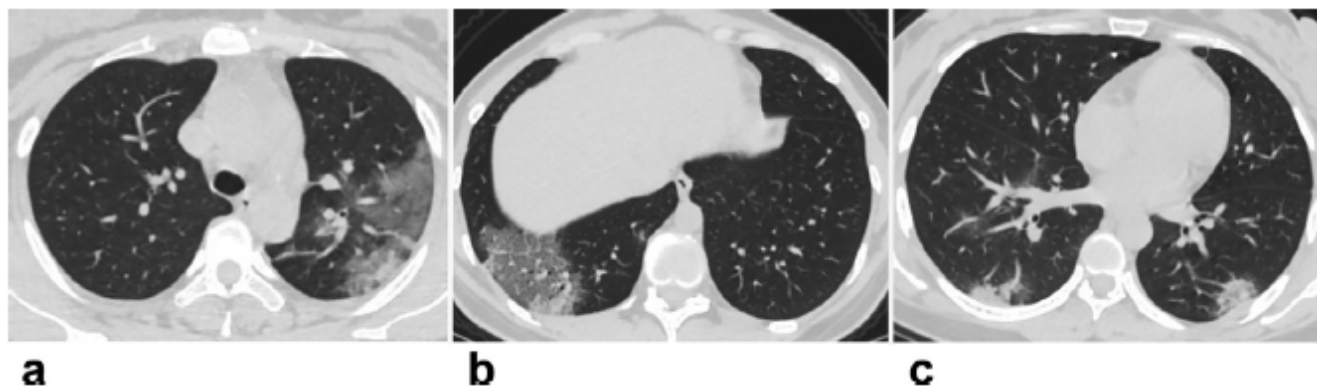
La TDM de trois différentes femmes enceintes dans l'étude de Liu et al [101]
